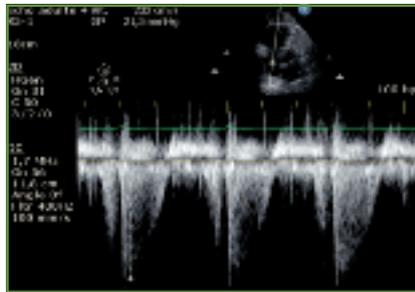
Fuite importante au Doppler continu.
